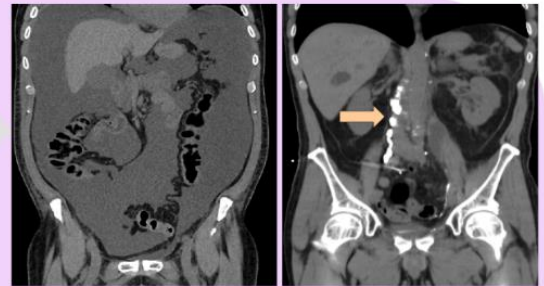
A) TC abdomino-pélvico inicial sin contraste, corte coronal, gran cantidad de líquido intraperitoneal; B) TC abdomino-pélvico 24 h tras embolización, se objetiva el material de embolización en nódulos ilíacos y nódulos aórticos laterales-nódulos lumbares. Ausencia de ascitis.
